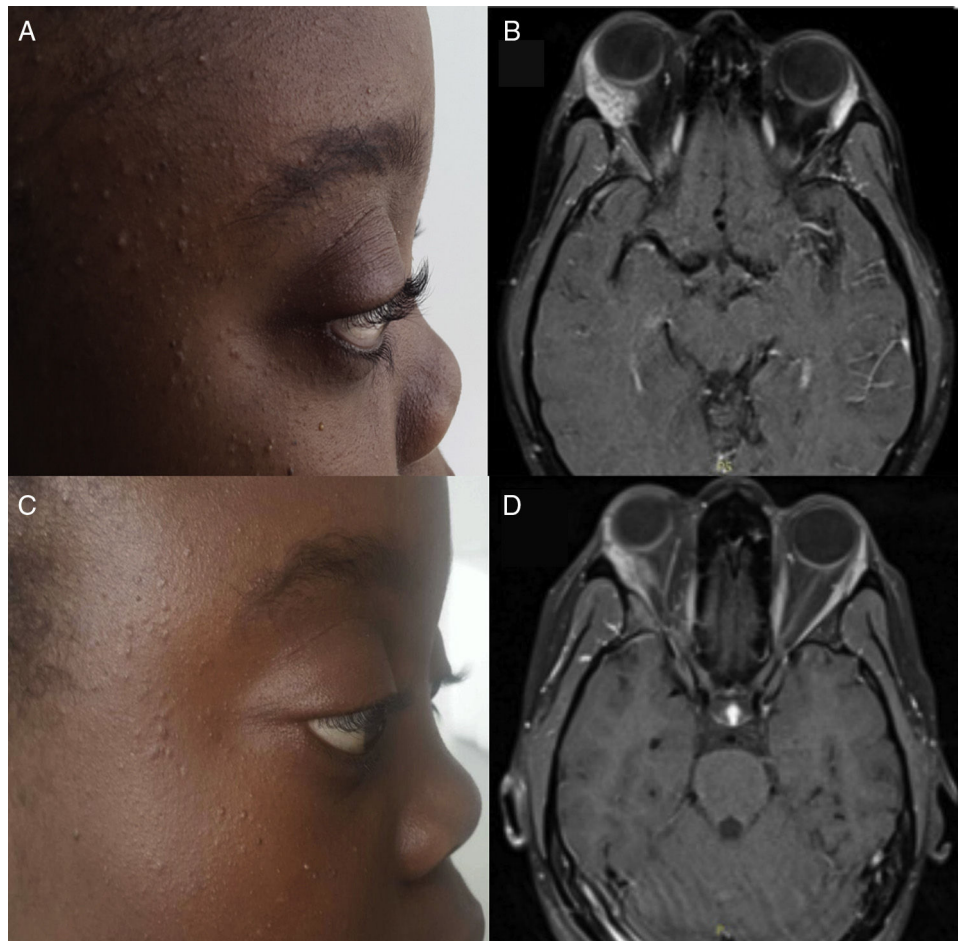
A) Proptosis derecha al inicio del cuadro clínico. B) RMN, corte transversal, al ingreso, T1 poscontraste. Nótese el agrandamiento de la glándula lacrimal derecha, con realce después de la administración del medio de contraste. C) Disminución de la proptosis después de un año de seguimiento. D) RMN, corte transversal, de control al año de seguimiento, T1 poscontraste. Nótese la disminución del tamaño de la glándula lacrimal derecha comparada con la RMN inicial.
